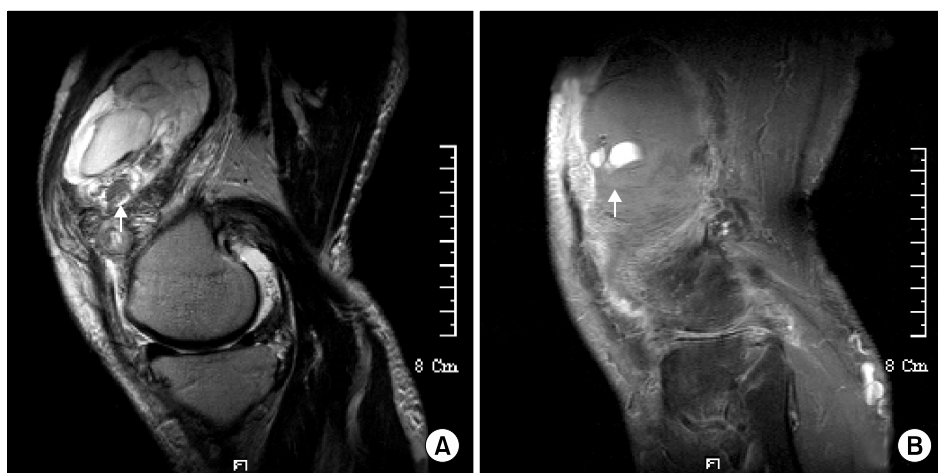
(A) Magnetic resonance image demonstrates ovoid filling lesion of lateral portion of suprapatellar pouch (arrow). (B) The extravasation of the right lateral superior genicular artery as a high signal intensity (arrow).
